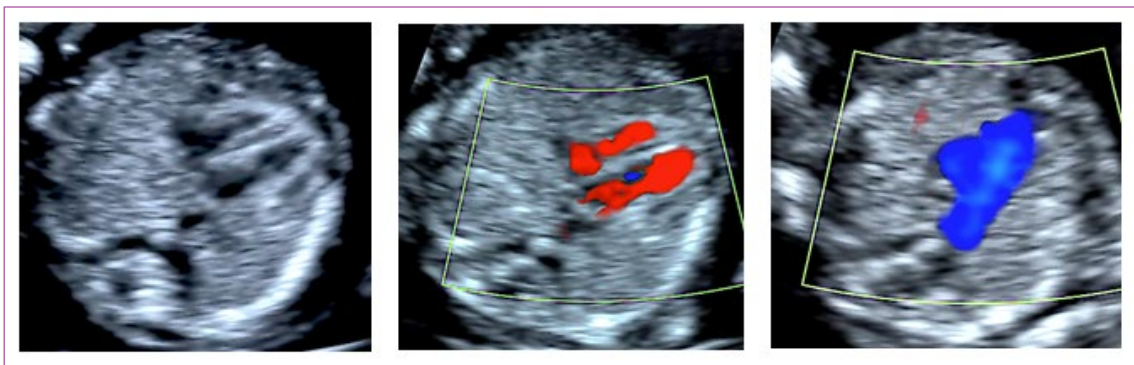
TAMIZAJE EN EXAMEN 11 A 14 S. A: CUATRO CÁMARAS MODO B; B: CUATRO CÁMARAS CON DOPPLER COLOR; C: TRES VASOS CON DOPPLER COLOR
